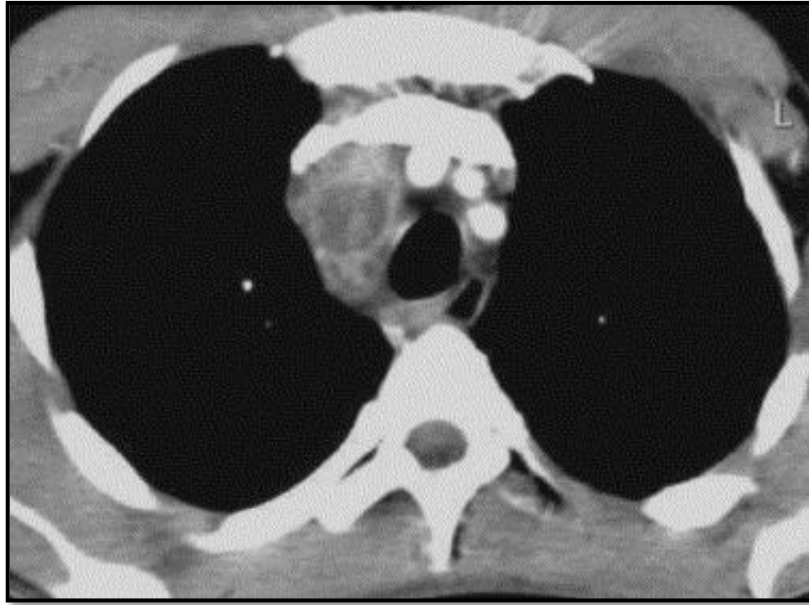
TC con contraste endovenoso. Adenopatías mediastínicas paratraqueales derechas con realce periférico y centro de bajo coeficiente de atenuación.
